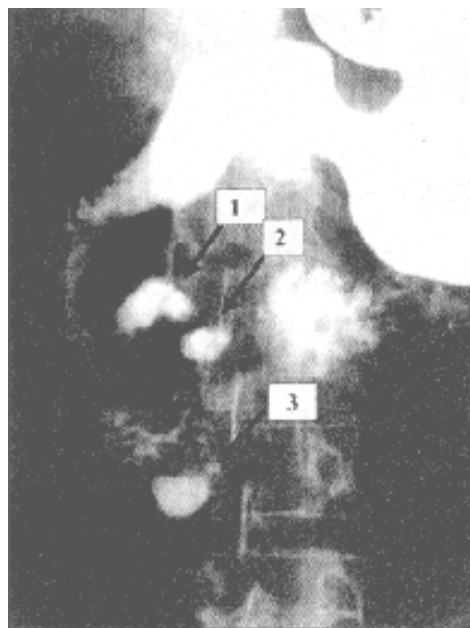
Множественные дивертикулы (1,2,3) двенадцатиперстной кишки при пероральной рентгенографии с барием
